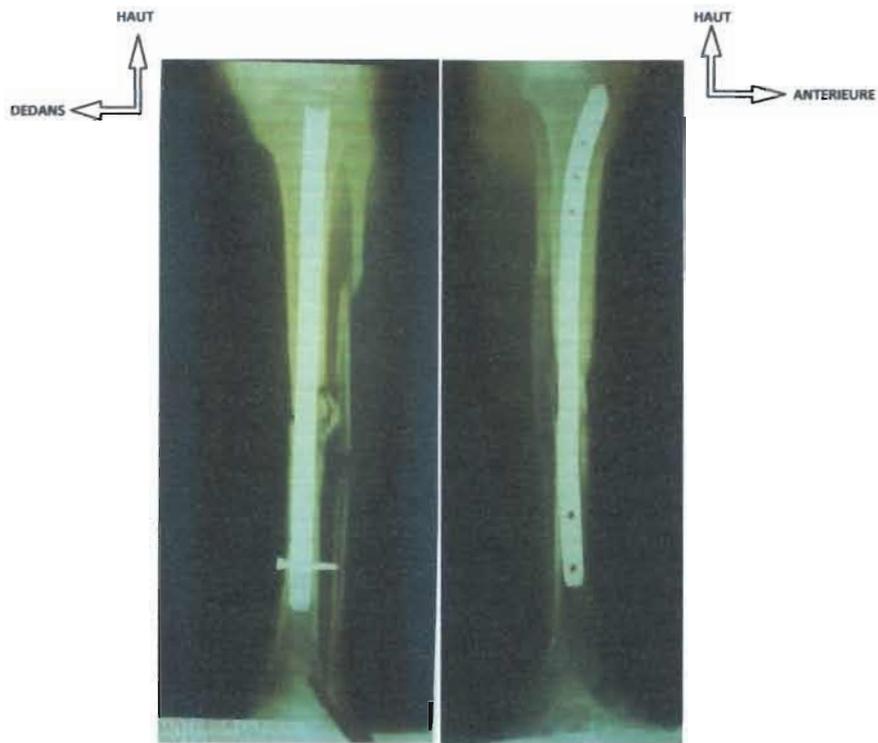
Radiographie de face et de profil des deux os de la jambe gauche après une cure de pseudarthrose par ECM dynamique 4mois après le traumatisme de la même patiente.
